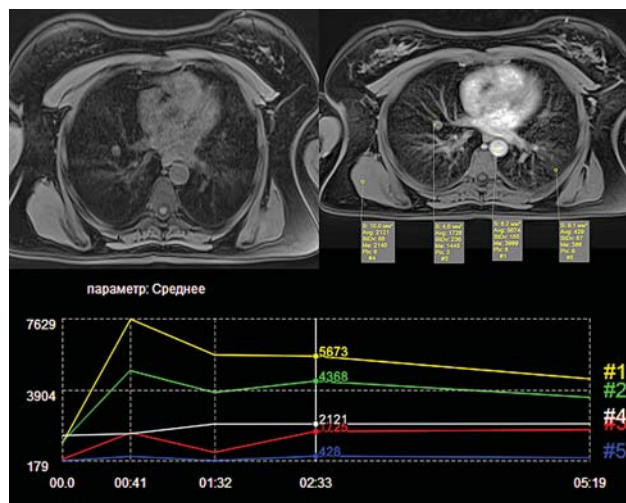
МРТ-ДКУ. Хондрогамартома в прикорневых отделах правого легкого. 1, 2 – кривые концентрация–время в аорте (1) и правой легочной артерии (2); 3 – кривая в гамартоме – интенсивность сигнала 0,22 на пике; 4 – кривая в мягких тканях спины – наличие второго пика в диастоле с постепенным повышением плотности до конца исследования; 5 – кривая плотности в паренхиме легкого (практически совпадает с кривой в гамартоме).
